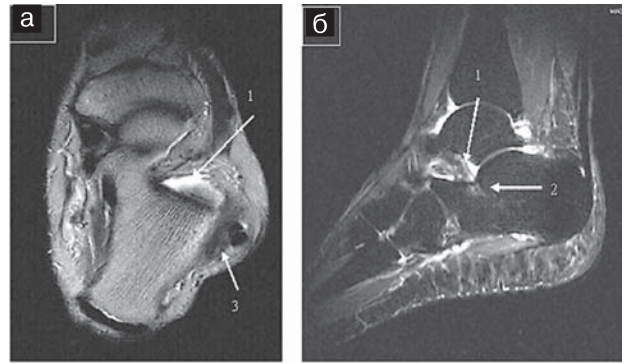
Синдром пазухи предплюсны, неполный разрыв *lig. calcaneofibulare* (1): а — аксиальная МРТ в T_2 -ВИП; б — сагитальная МРТ в режиме STIR: визуализируется избыточное скопление гиперинтенсивной жидкости в пазухе предплюсны, утолщение *lig. talocalcaneum interosseum*, увеличение ее неоднородности, локальный ушиб пяточной кости непосредственно под *lig. talocalcaneum interosseum*. Кроме того, визуализируется утолщение, повышение сигнала и нечеткость контуров *lig. calcaneofibulare*.
